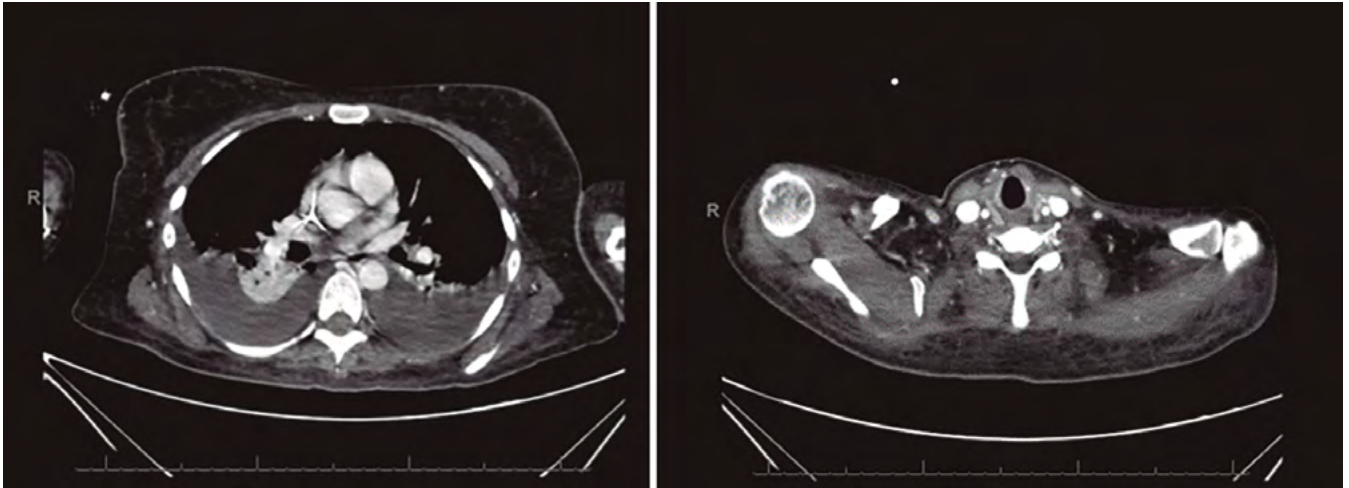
TC toraco-abdomino-pélvico: Se visualiza derrame pleural bilateral de nueva aparición en al menos en grado moderado, con atelectasia pasiva parcial de ambos lóbulos inferiores. Se visualiza pequeña cantidad de líquido libre intraperitoneal en FID y en fondo de saco de Douglas. Edema y bandas fluidas en la grasa presacra posterior de la ampolla rectal.
